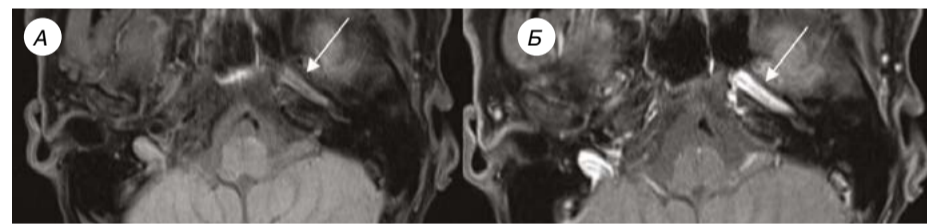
МРТ-признаки артериопатии левой внутренней сонной артерии (уровень каменистой части). Указано белой стрелкой: T1-ВИ в аксиальной проекции с подавлением MR-сигнала от жира до (А) и после (Б) внутривенного введения контрастного вещества. Утолщение стенки сосуда (А) с накоплением контрастного препарата (Б)
